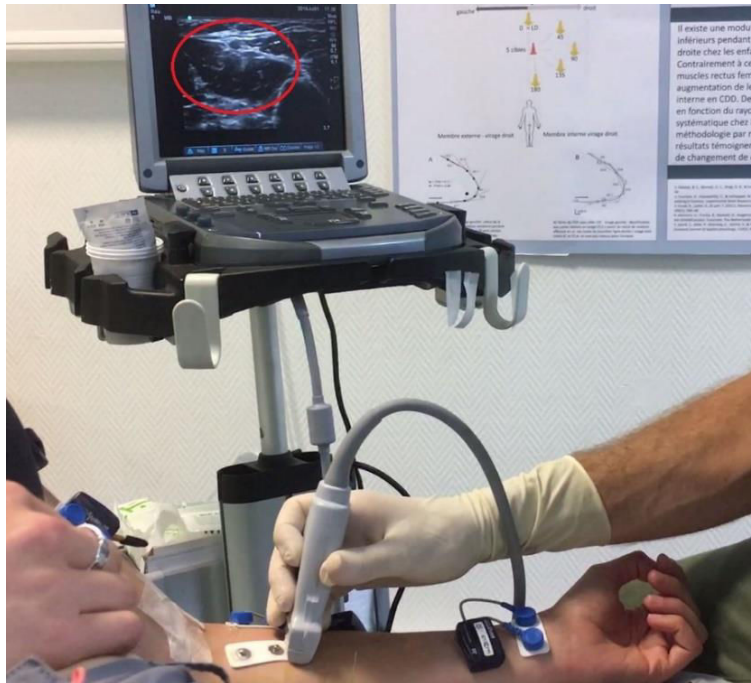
Repérage échographique du rond pronateur (entouré en rouge)
